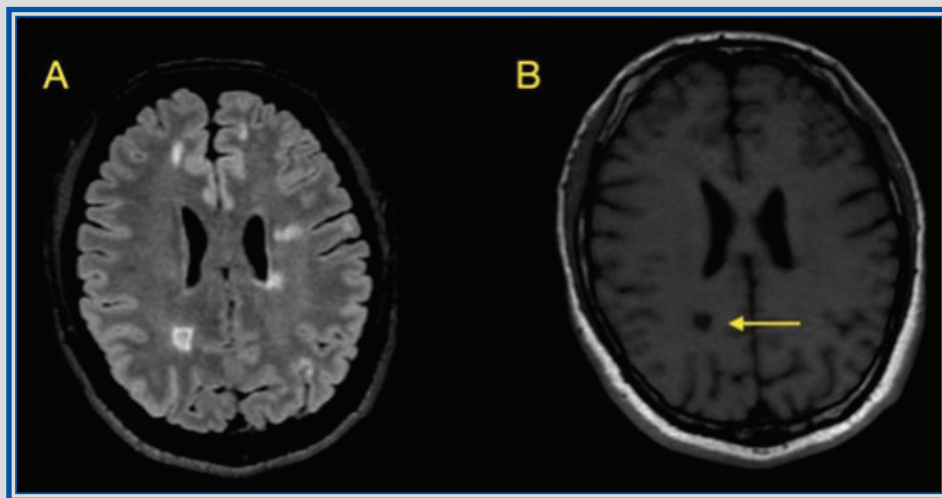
Capítulo 13. IRM en paciente con EM en secuencias FLAIR (A) y T1SE, en donde se identifica una lesión desmielinizante de comportamiento hiperintenso en FLAIR y marcadamente hipointenso en T1 (flecha amarilla), compatible con un “agujero negro”.
